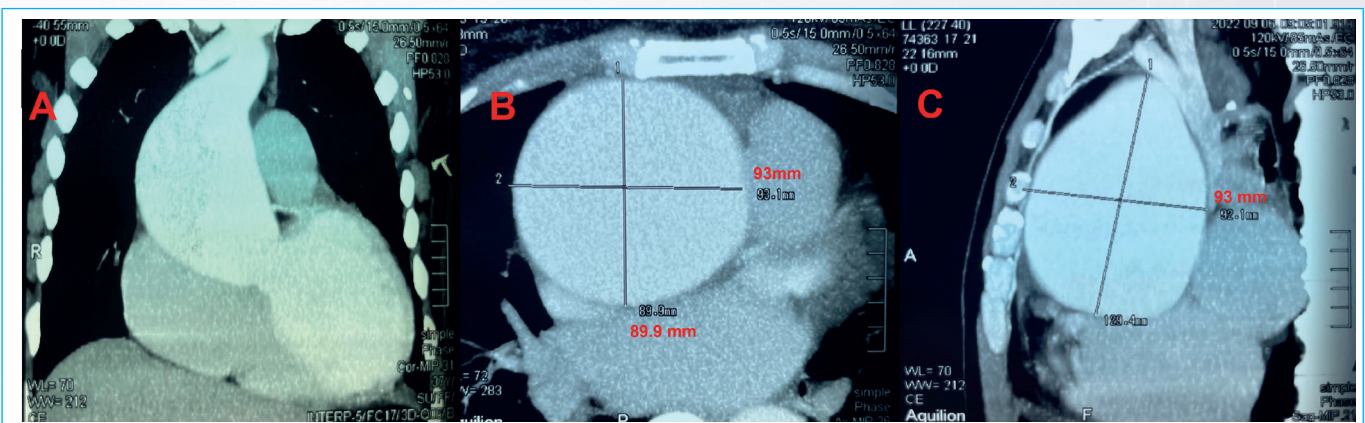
Angiotomografía de aorta, donde se observa en aneurisma gigante de aorta ascendente de diámetro de 93x89 mm (A-C).
